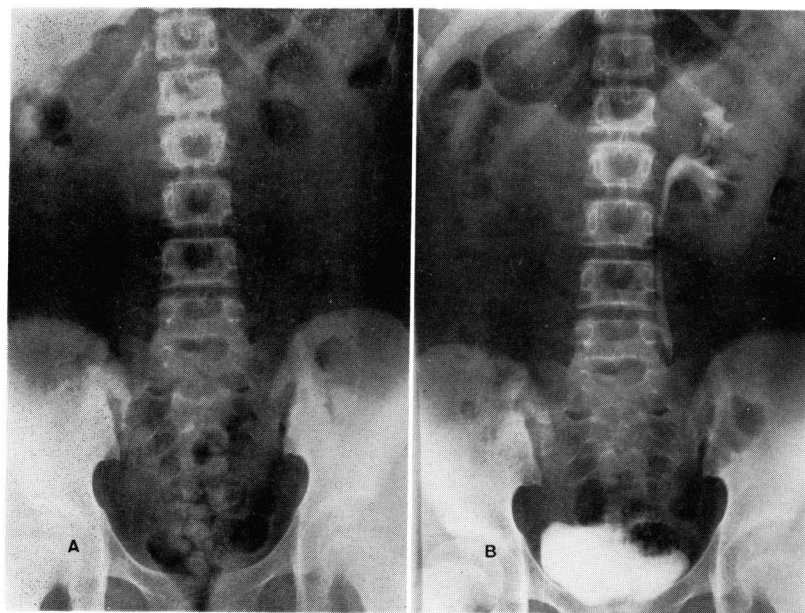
Case 1. Plain film shows faint calcifications in the right kidney (A) and excretory urogram shows right nonfunctioning kidney (B)
